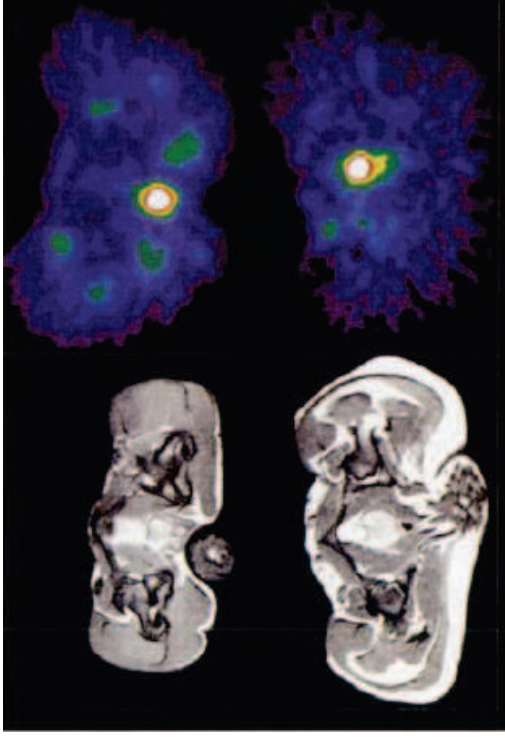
Image transverse IRM chez babouin à gauche
